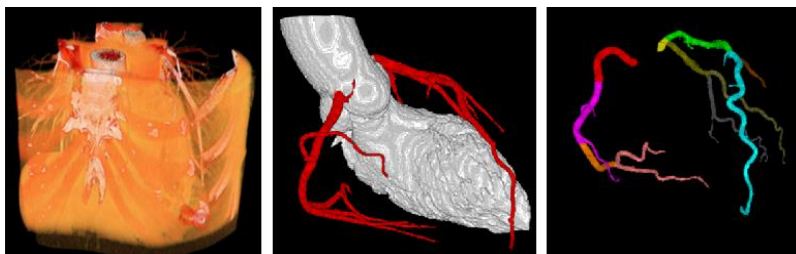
心臓CTからの冠状動脈と左心室の自動抽出、冠状動脈の自動AHA分類
